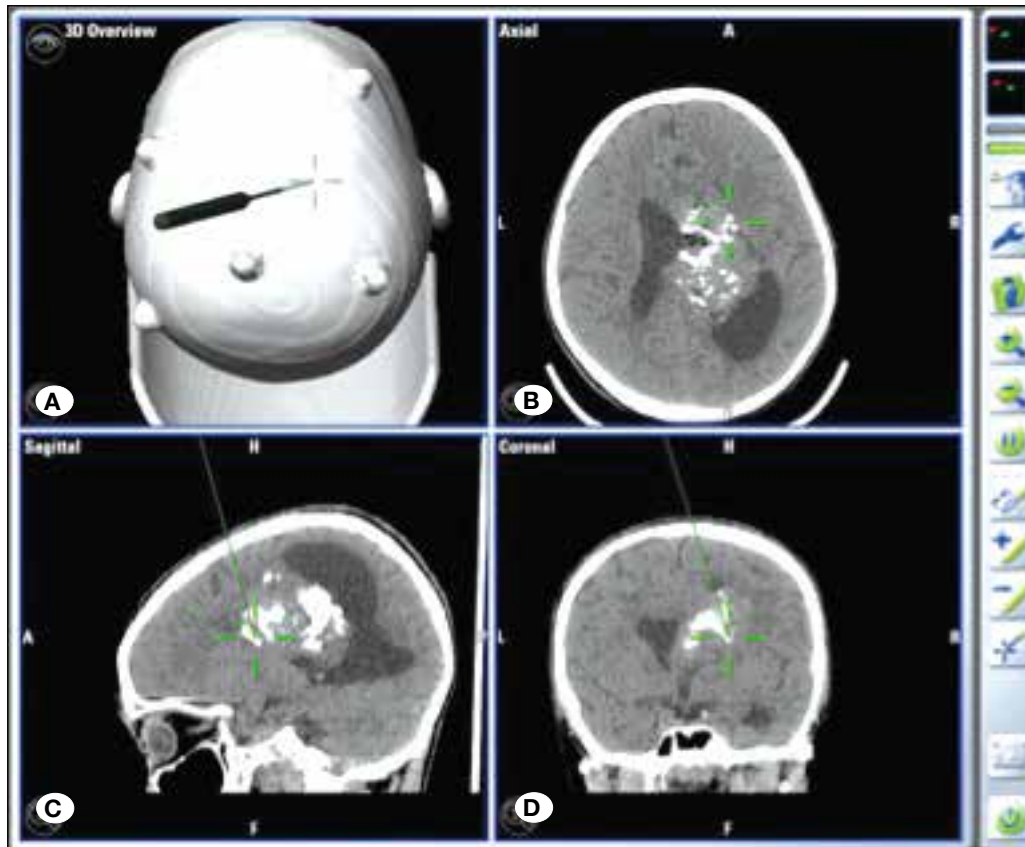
Ameliyathane içerisinde intraoperatif BT kullanımı.
